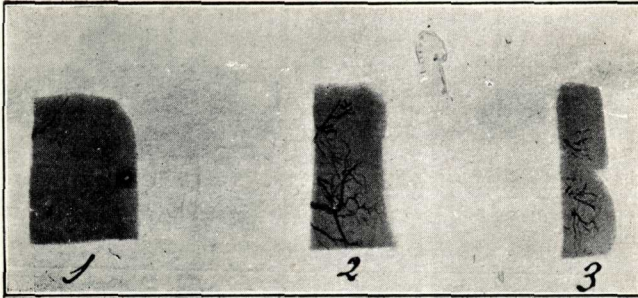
^a— Radiografia de tres talls horitzontals donats des de la base d'una piràmide (1), fins la substància cortical. Vegis que totes les arterioles, fins els rams més petits, són completament independents.
